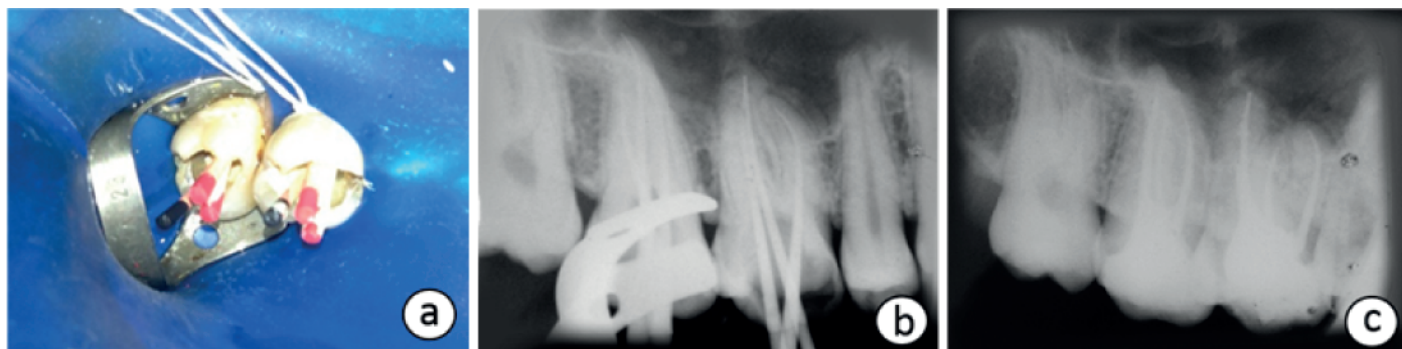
Segunda sessão endodôntica. (a) Isolamento absoluto simultâneo dos elementos 16 e 17. (b) Radiografia de prova do cone. (c) Radiografia final pós-obturações.
